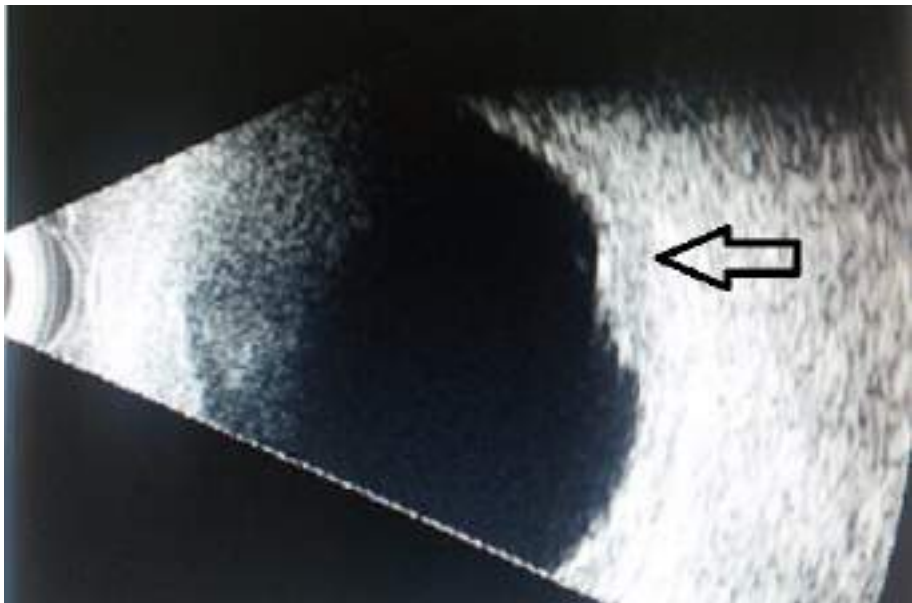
Ecografía modo B en la que se observa el engrosamiento placoide de la coroides. La flecha señala la lesión.
